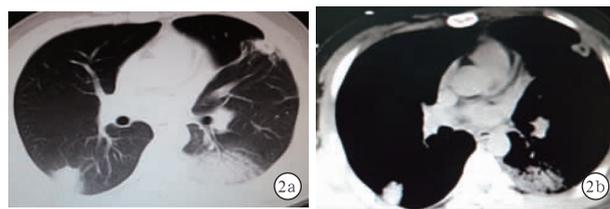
21 岁男性危重症 Q 热患者转入省医院时(2011-02-20)胸部高分辨率 CT 肺窗示左上肺舌段索条影，双下肺背段和左上肺舌段近胸膜下不规则密度增高影伴支气管充气征，部分病变临近部位支气管扩张(a)；纵隔窗示左上肺舌段、双下肺背段团块影伴支气管充气征，病变累及胸膜；左上肺舌段的团块内有可疑小空洞(b)
